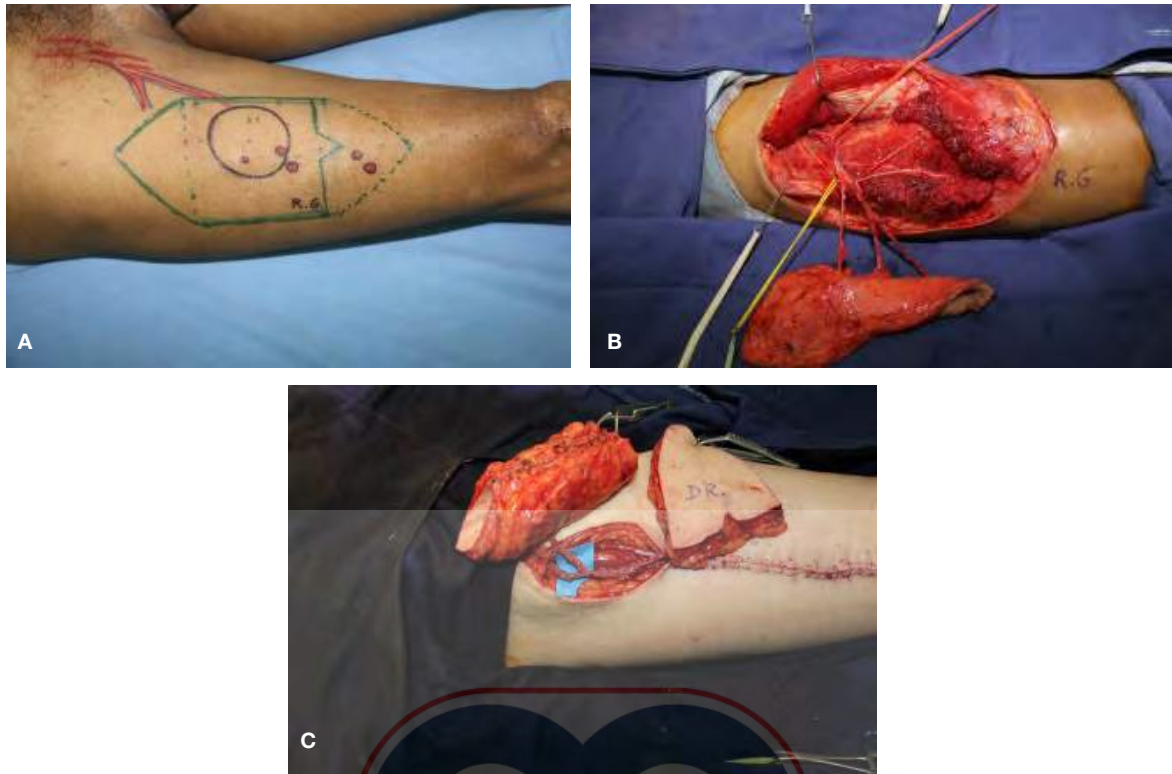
A) Marcación de perforantes con Doppler. B) Disección transoperatoria de las perforantes. C) Separación de dos islas cutáneas para diferentes fines.
